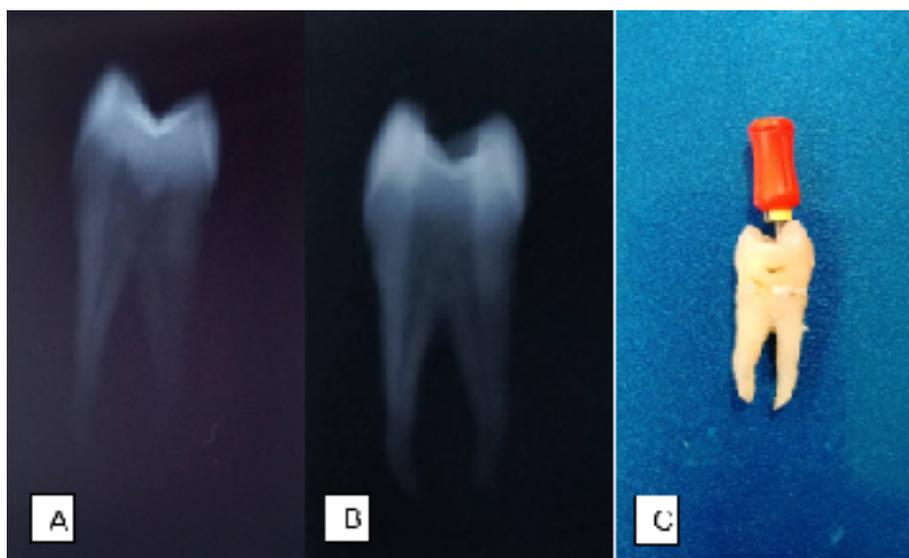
(A) Radiografia inicial. (B) Radiografia mostrando desgaste incisal, acesso e preparo do terço cervical e médio. (C) Preparo do terço cervical e médio com Lima Protaper Sx. Paraíba, 2021
